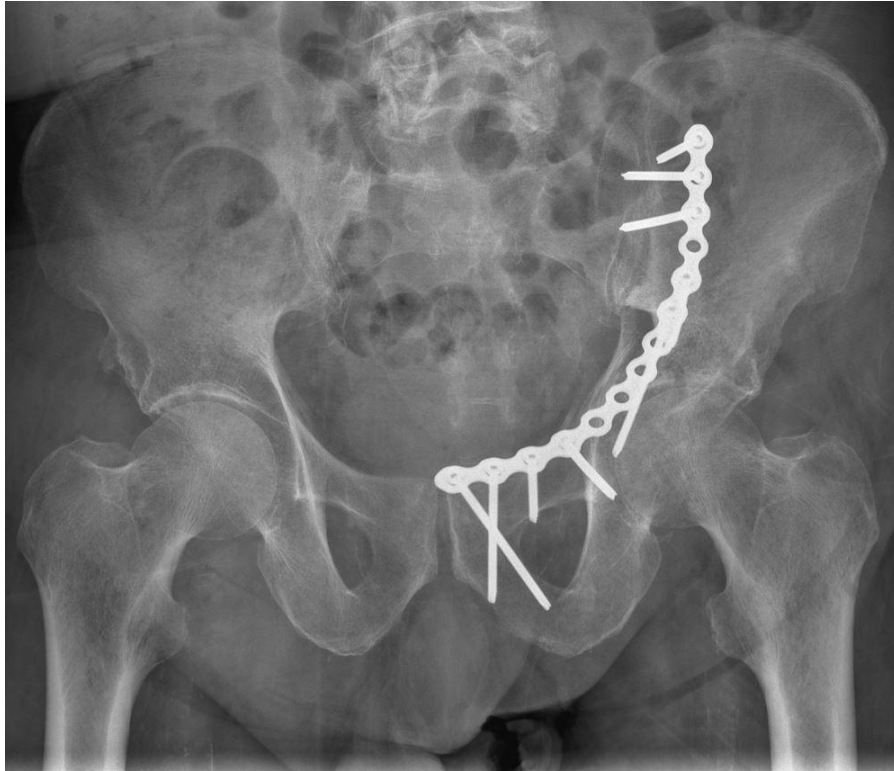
Röntgenologische Darstellung von Osteosynthesematerialien nach offener Reposition und Stabilisierung einer Acetabulumfraktur über einen ilioinguinalen Zugang.
